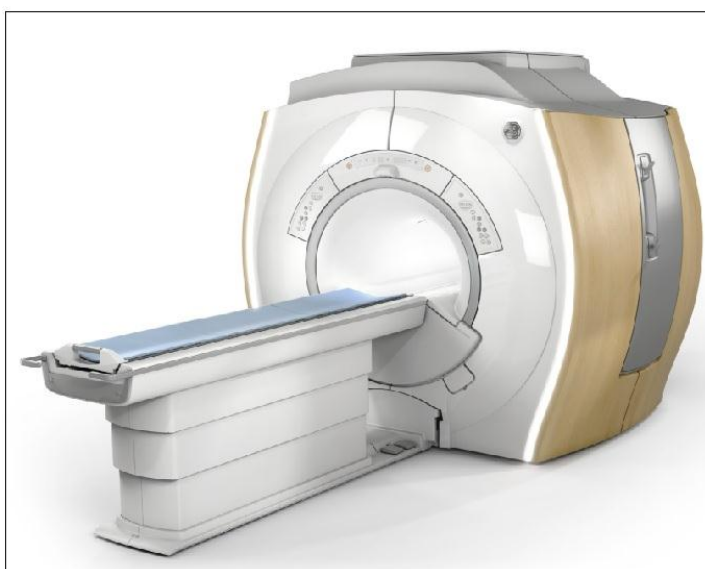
Магнитно-резонансный томограф Signa Ovation
